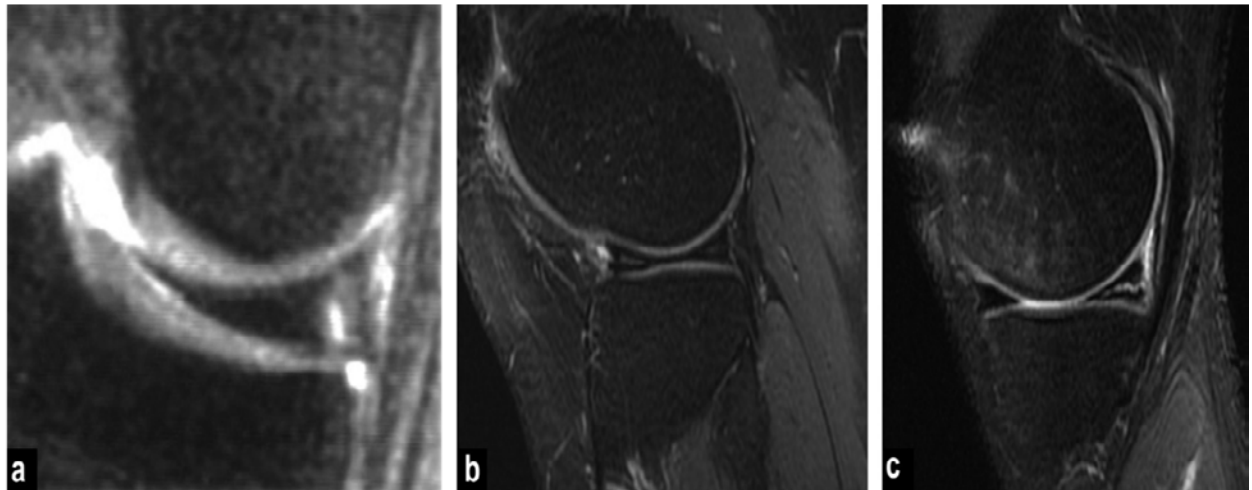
IRM du genou en coupe sagittale avec fissures méniscales
